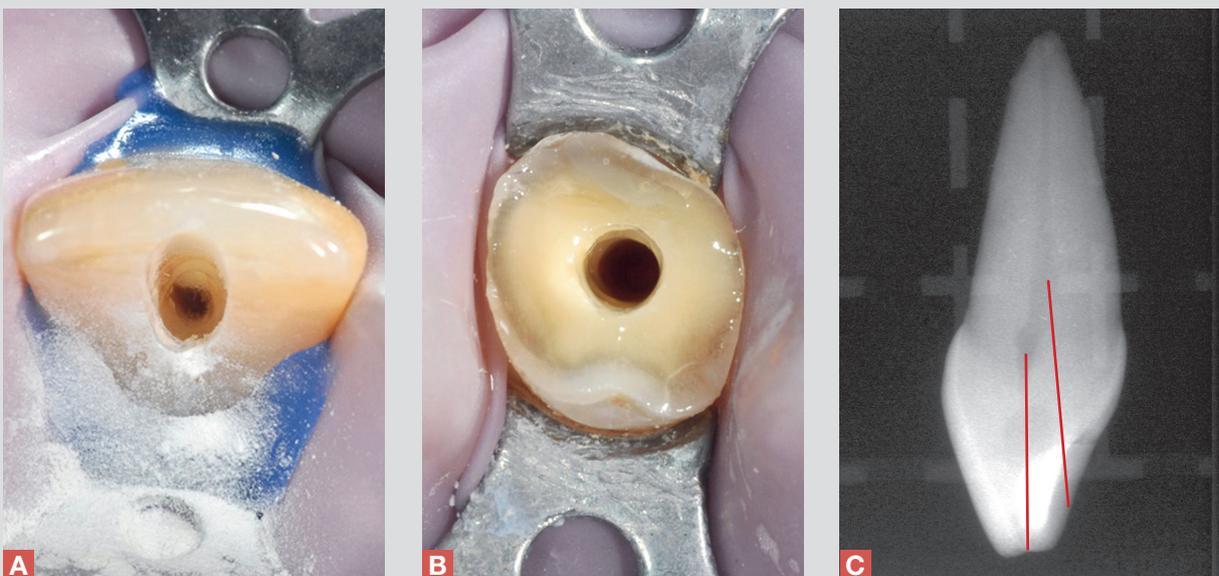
Accesso cavitario negli incisivi mascellari ► a) La preparazione interessa la porzione palatina del margine incisale in un incisivo centrale. b) Accesso in un incisivo laterale sinistro con frattura smalto dentinale e interessamento pulpare: la cavità di accesso è occlusale. c) La necessità del coinvolgimento della porzione palatina del margine incisale, in fase di apertura della camera pulpare negli incisivi superiori, appare evidente nelle radiografie con proiezione mesio-distale (eseguite su elementi estratti utilizzati durante le esercitazioni pratiche): la proiezione occlusale della polpa camerale interessa pienamente quest'area.
